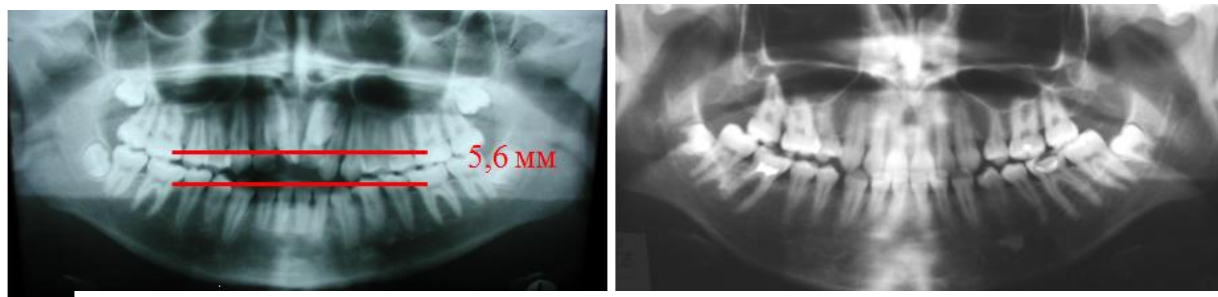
Ортопантомографическое исследование
